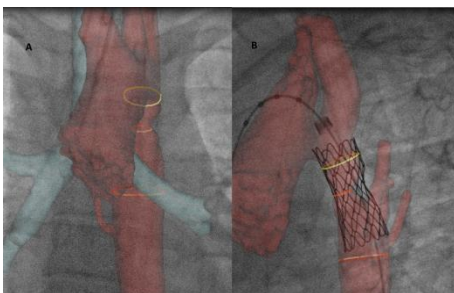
Fusion de la fluoroscopie avec un volume 3D reconstruit à partir d'une tomographie d'une coarctation de l'aorte (Rouge) et des artères pulmonaires (Bleu) avant (A) puis après stenting (B).
